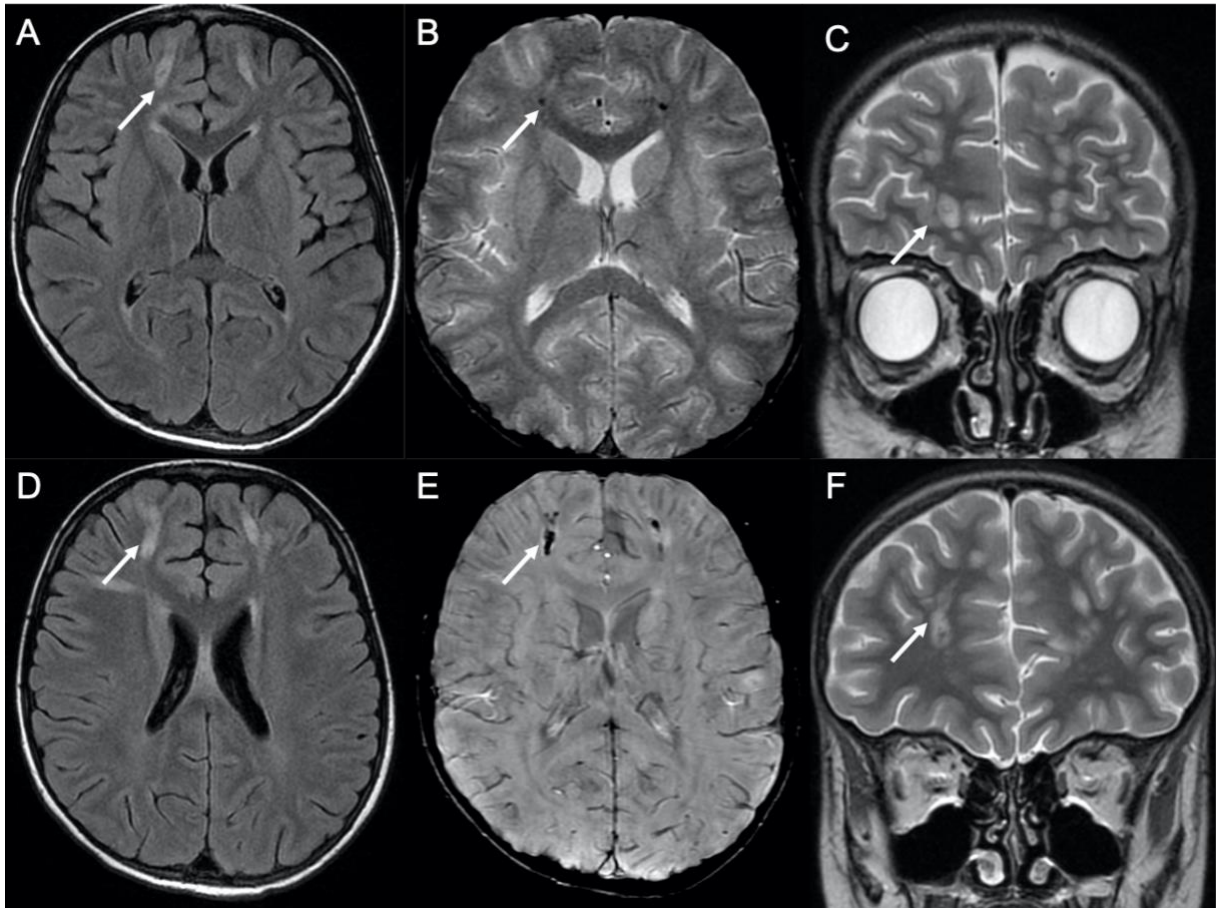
Cas 46 : Enfant de 8 ans : céphalées brutales 28 jours après le début de la phase d'induction avec asparaginase d'une LAL pré-B. L'IRM cérébrale montre au niveau des 2 lobes frontaux, des anomalies de la substance blanche sous-corticale et profonde de distribution linéaire (flèches) en hypersignal FLAIR (A et D) et en hypersignal T2 (C et F). En regard de ces anomalies, il existe des spots en hyposignal sur les séquences de susceptibilité magnétique en T2* (B) et SWI (E). La distribution des anomalies suggère des thromboses multiples de veines médullaires, sans thrombose associée des sinus duraux, compliquées de remaniements hémorragiques. Des lésions d'encéphalopathie toxique apparaissent moins probables.
